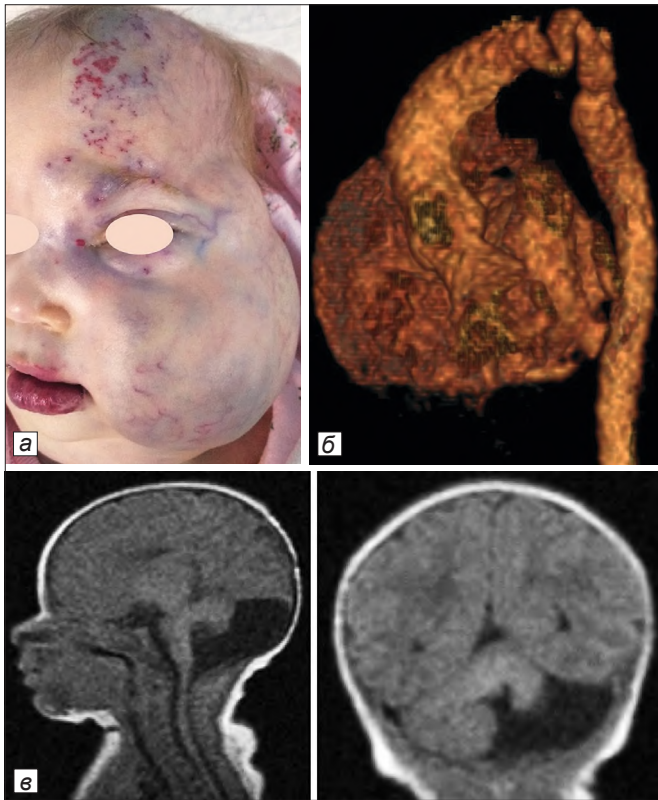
PHACES-синдром. Обширная МГ лица, занимающая несколько сегментов в сочетании с гипоплазией левого полушария мозжечка и коарктацией аорты: *a* – внешний вид; *б* – 3D реконструкция КТ-ангиографии; *в* – МРТ головного мозга.
